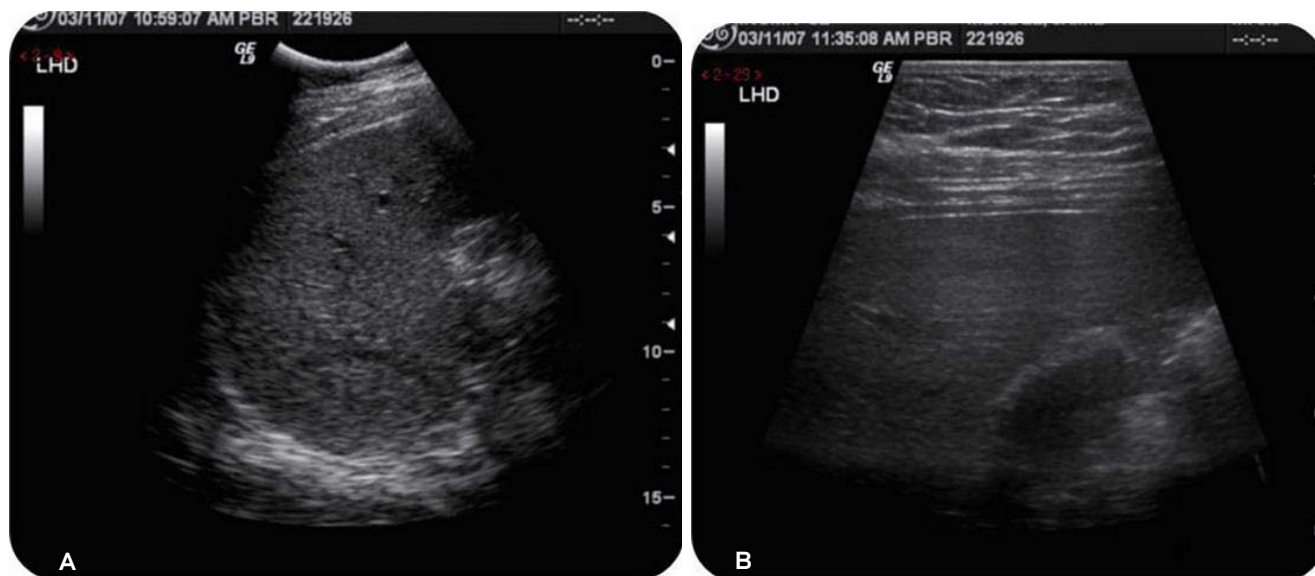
(A y B). Ultrasonido de hígado y vías biliares. Escala de grises. Transductor de 3.5 MHz, Logiq 9 General Electric. Cortes en transverso del lóbulo hepático derecho (A) y sagital del lóbulo hepático izquierdo (B). Nótese la regularidad del borde hepático en B.
